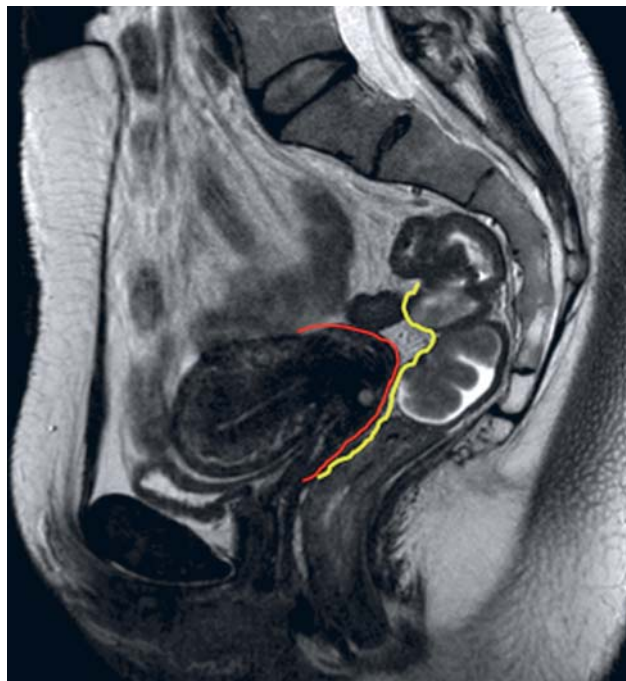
Магнитно-резонансная томограмма: крупная ворсинчатая аденома прямой кишки на высоте 12 см от наружного края анального канала, до 6,0 см в диаметре, по переднелевой стенке
